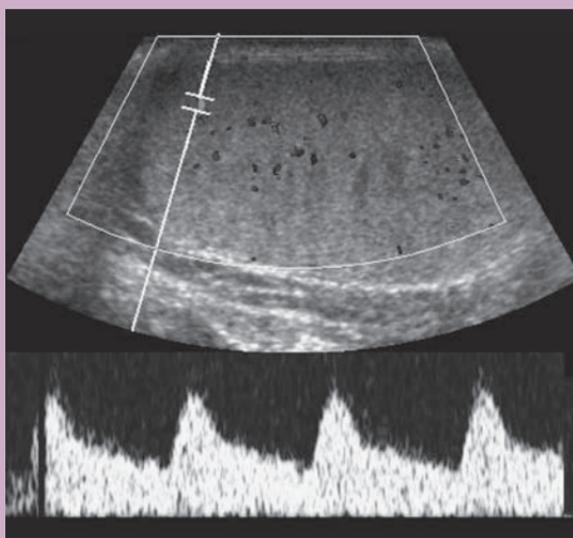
Ecografía Doppler del testículo. Patrón de flujo arterial bifásico normal.
